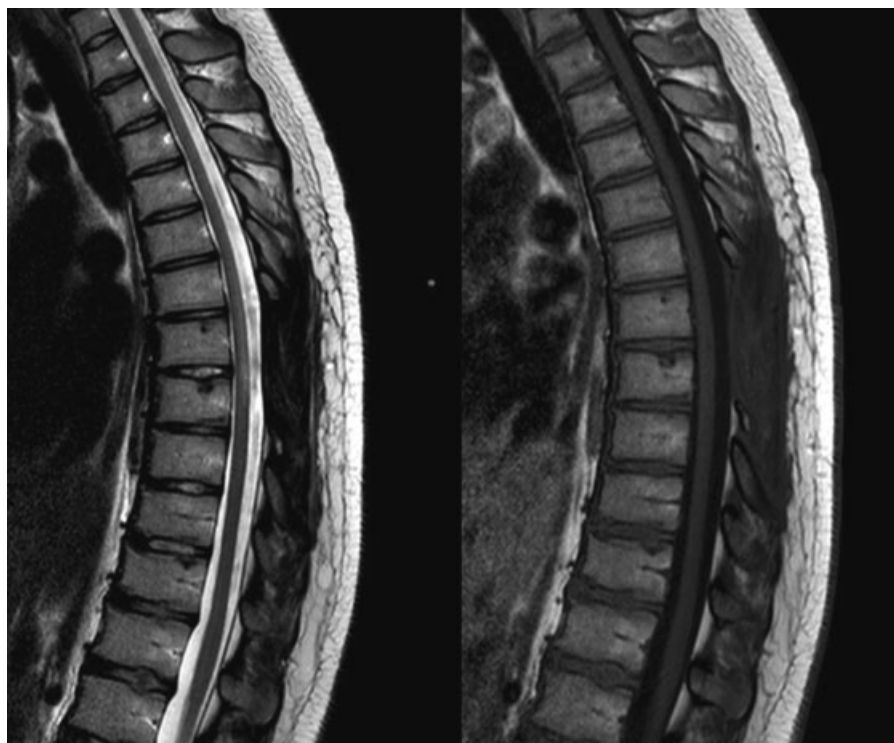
Ressonância magnética após o tratamento.
